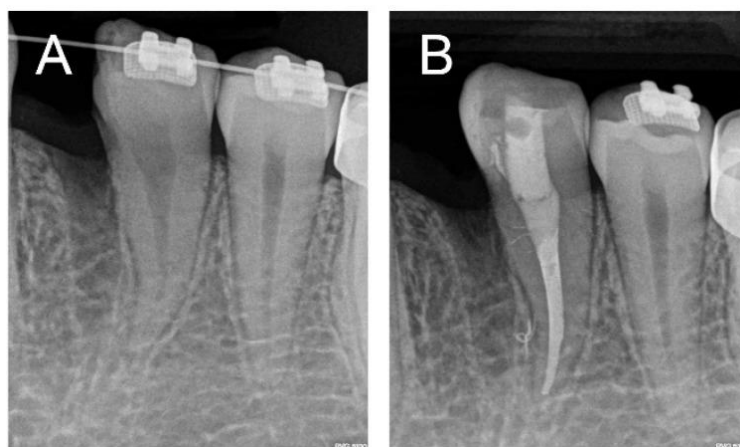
hémisection et extraction de la partie mésiale de la dent double. Radiographie rétro-alvéolaire avant traitement endodontique (A) et après traitement endodontique (B) [56].
